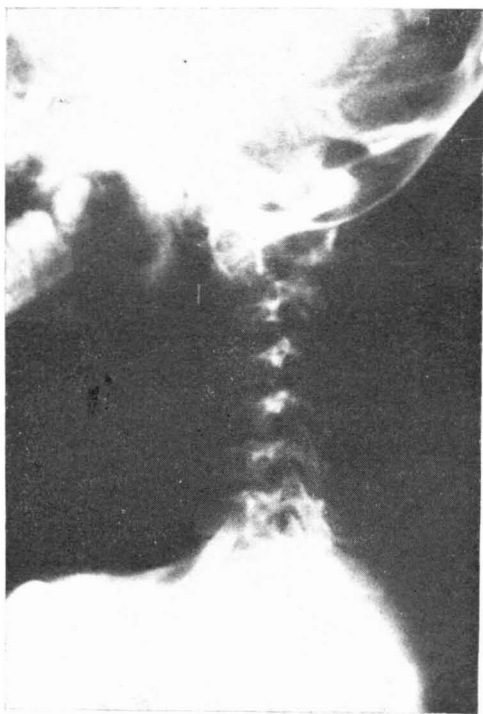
Radiografía lateral que pone de manifiesto la subluxación del axis sobre la tercera vértebra cervical.
